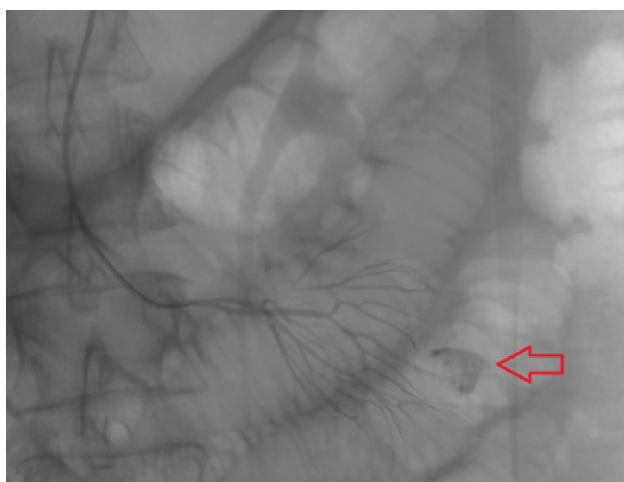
Рентгеноконтрастная ангиография верхней брыжечной артерии с признаками экстравазии из тощекишечной артерии
